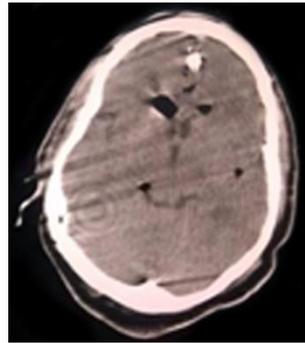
TAC de cráneo simple (corte axial): imagen hipodensa en cuerno frontal izquierdo de los ventrículos laterales de 8,5 cm de diámetro.
